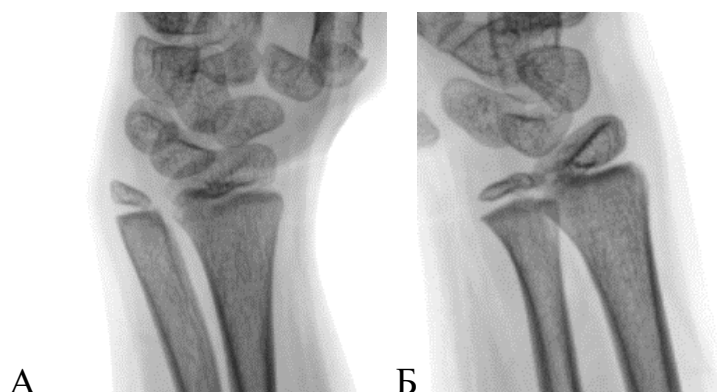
Рентгенограмма лучезапястного сустава пациента 6 лет с левосторонним ВРУС: А – левая конечность, гипоплазия дистального эпифиза локтевой кости, уменьшение ширины лучевой порции дистальной зоны роста локтевой кости с наклоном эпифиза в лучевую сторону; Б – здоровая контралатеральная (правая) конечность этого же пациента
